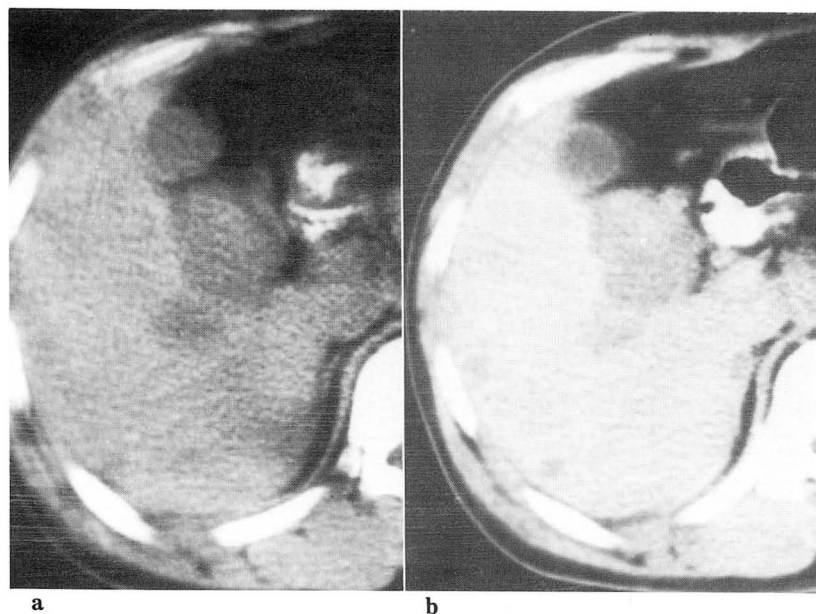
Precontrast CT scan shows a well circumscribed 3x4x5cm sized large low-density mass in the segment 5. The density of the central portion is slightly high and peripheral portion shows low-density(a). Postcontrast CT scan shows no contrast enhancement (b).
